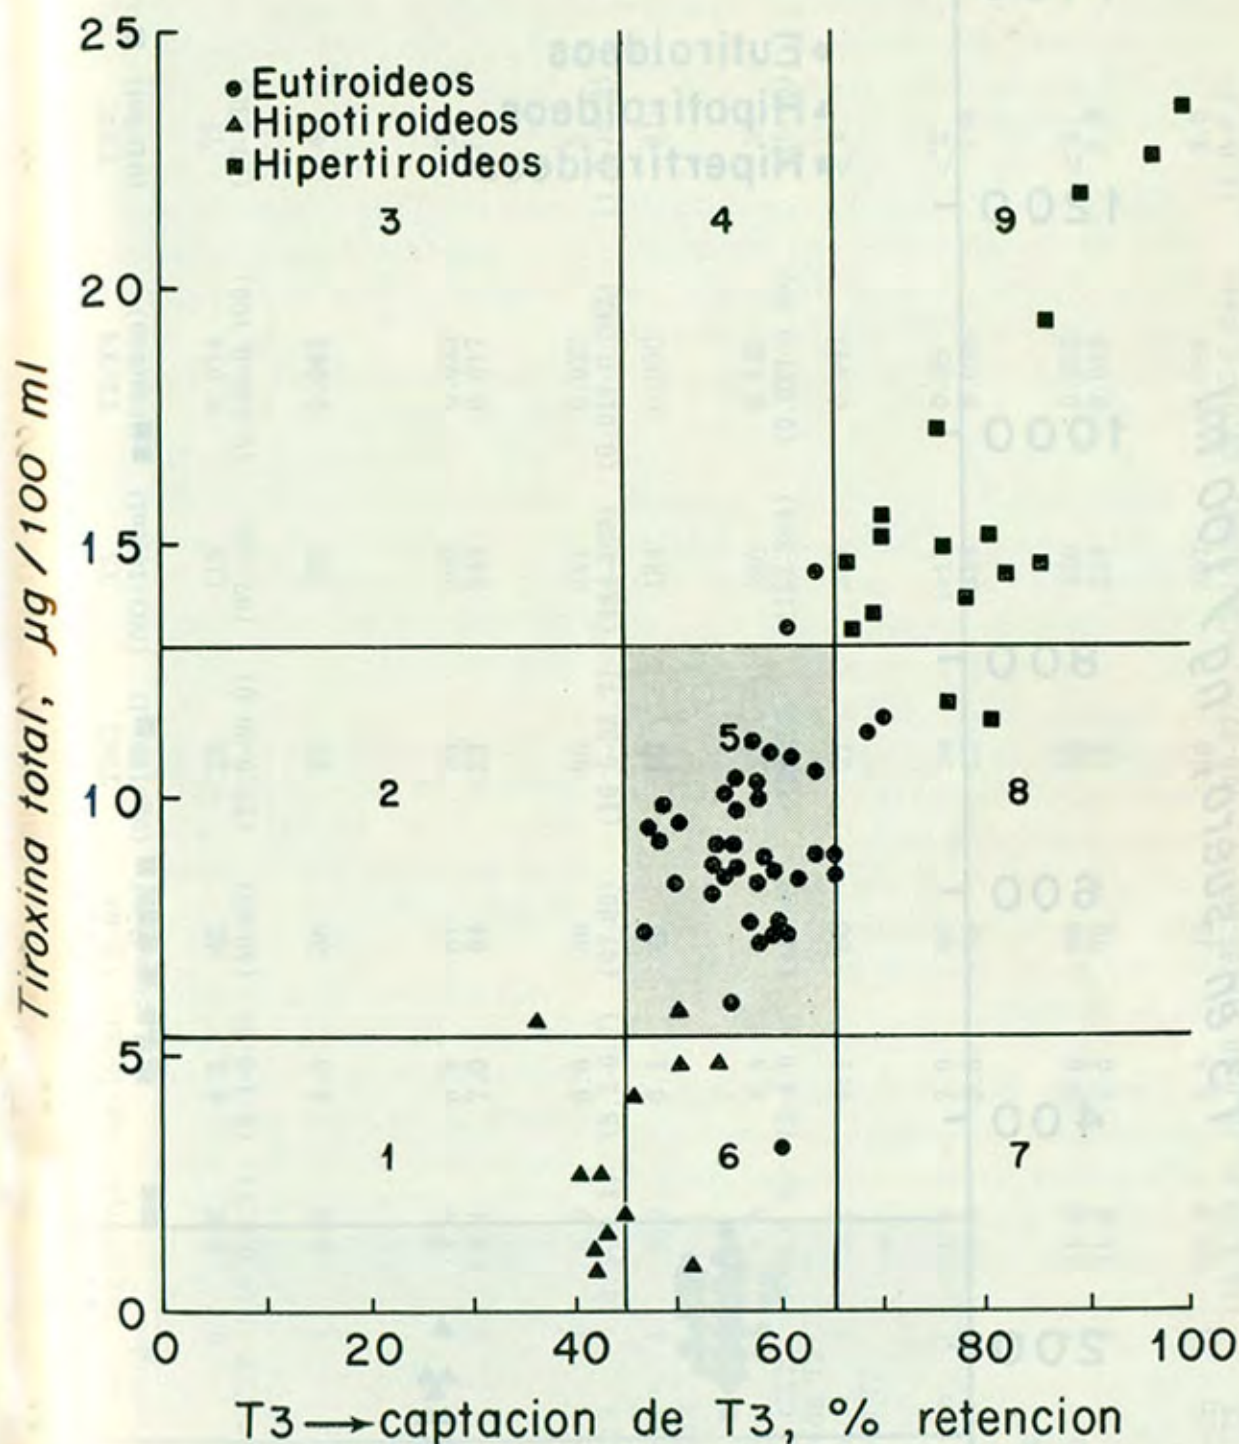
Concentraciones de hormona Tiroidea (T_4T y CT_3) en suero de 68 pacientes con enfermedad de Graves y Bocio nodular tóxico tratados con yodo radioactivo (^{131}I). 39 Eutiroideos, 12 hipotiroideos y 17 hipertiroideos
